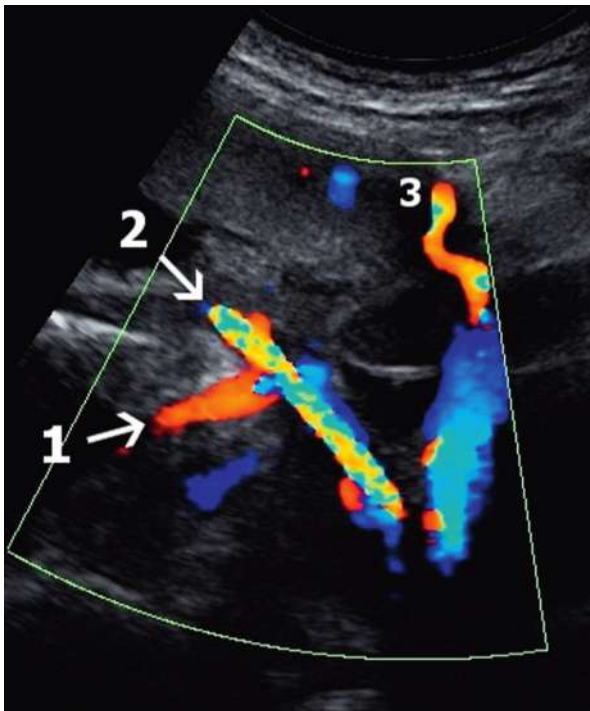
Artère utérine à 22 SA (Doppler couleur). Artère iliaque externe (1), artère utérine ascendante avec un trajet rectiligne (2), branche ou dédoublement de l'artère (3).
